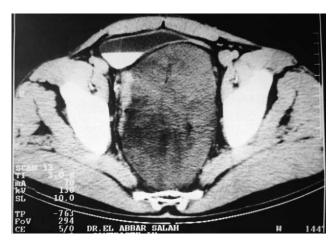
TDM abdominopelvienne : liposarcome myxoïde rétropéritonéal à localisation pelvienne (Obs. 9) (Rapport vessie–rectum).
